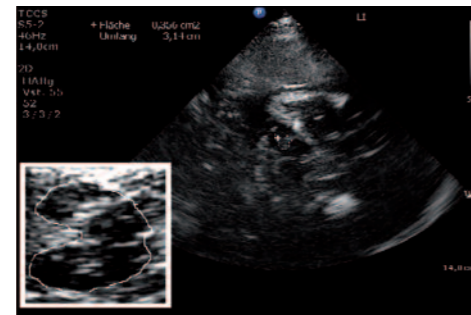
Parenchymsonographie mit transkraniellem Ultraschall: Die Hyperechogenität der Substantia nigra ist Ausdruck der Neurodegeneration und weist auf ein idiopathisches Parkinsonsyndrom hin (Dr. Schaumberg, Leiter der Parkinsonkomplexbehandlung)
